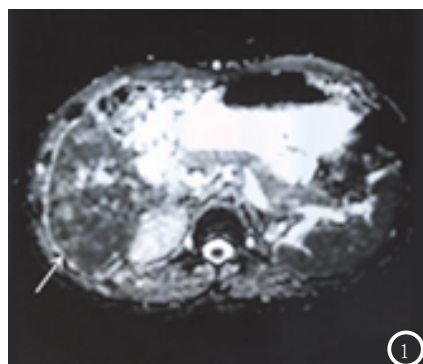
~3分别是b值为50、100、300时的ADC图像,白色箭头所指为肿瘤所在。图4为T1WI图像,肿瘤呈现低信号。图5为T2WI图像,肿瘤呈现高信号。图6为TACE术后CT增强扫描,可见肿瘤组织内高密度碘油沉积影。
